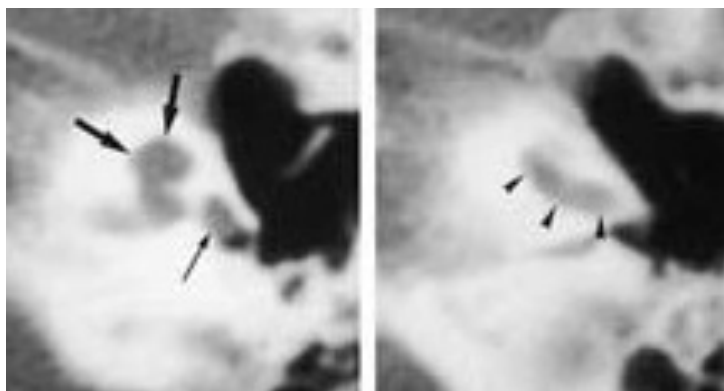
Imagen de TAC con malformación de Mondini e hipoplasia de la cóclea
